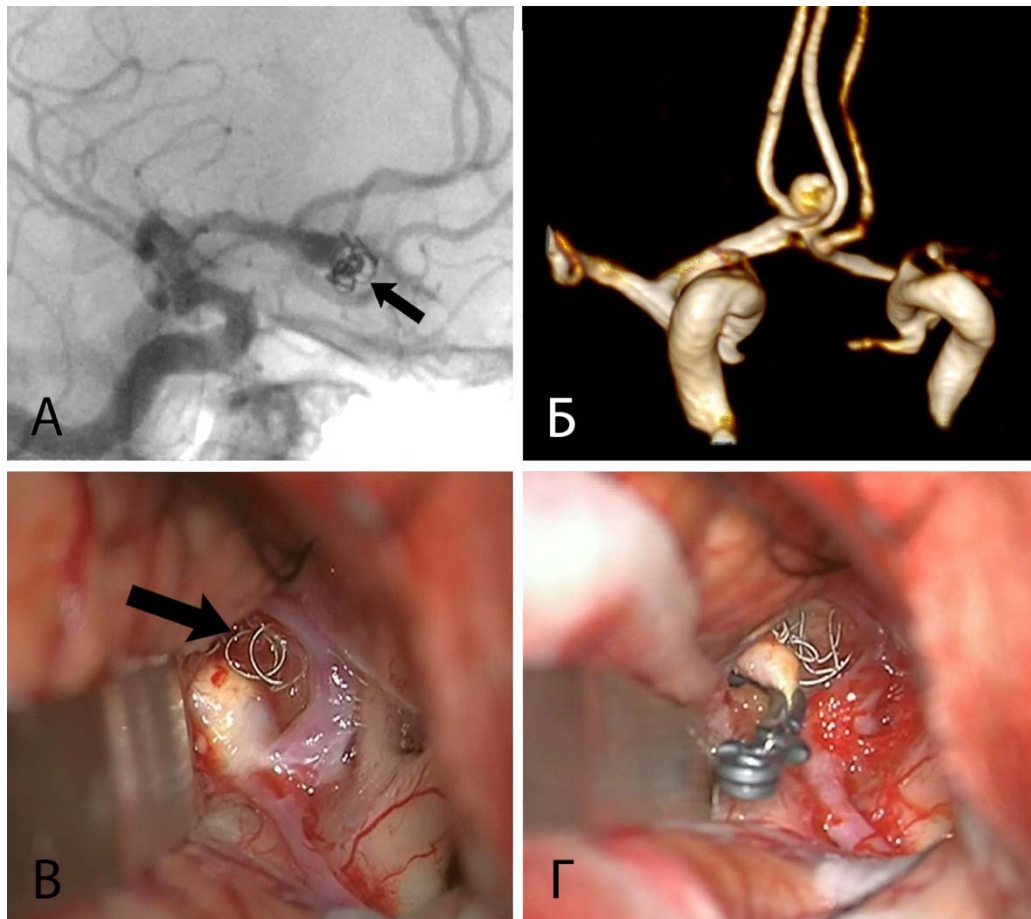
Пациентка Т., 55 лет. Аневризма ПСА: А – ЦСА с визуализацией резидуальной аневризмы и рыхло расположенных спиралей (черная стрелка); Б – МРА с визуализацией резидуальной аневризмы без спиралей (вид спереди); В – интраоперационная визуализация экструзии спиралей (черная стрелка); Г – окончательное клипирование шейки аневризмы
